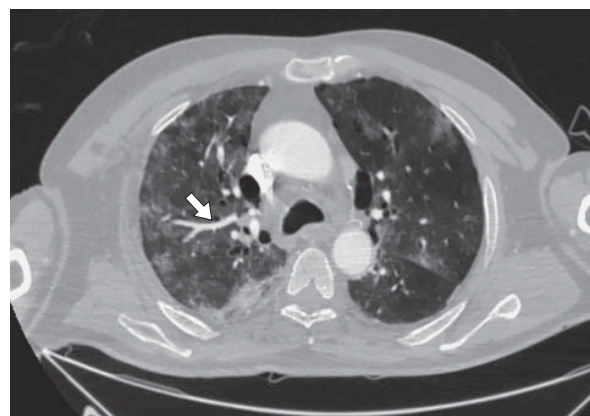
High resolution lung CT. Male, 63 years old, CT of the lungs was performed with contrast enhancement, the arrow indicates the pulmonary artery, along which GGO changes are determined.
